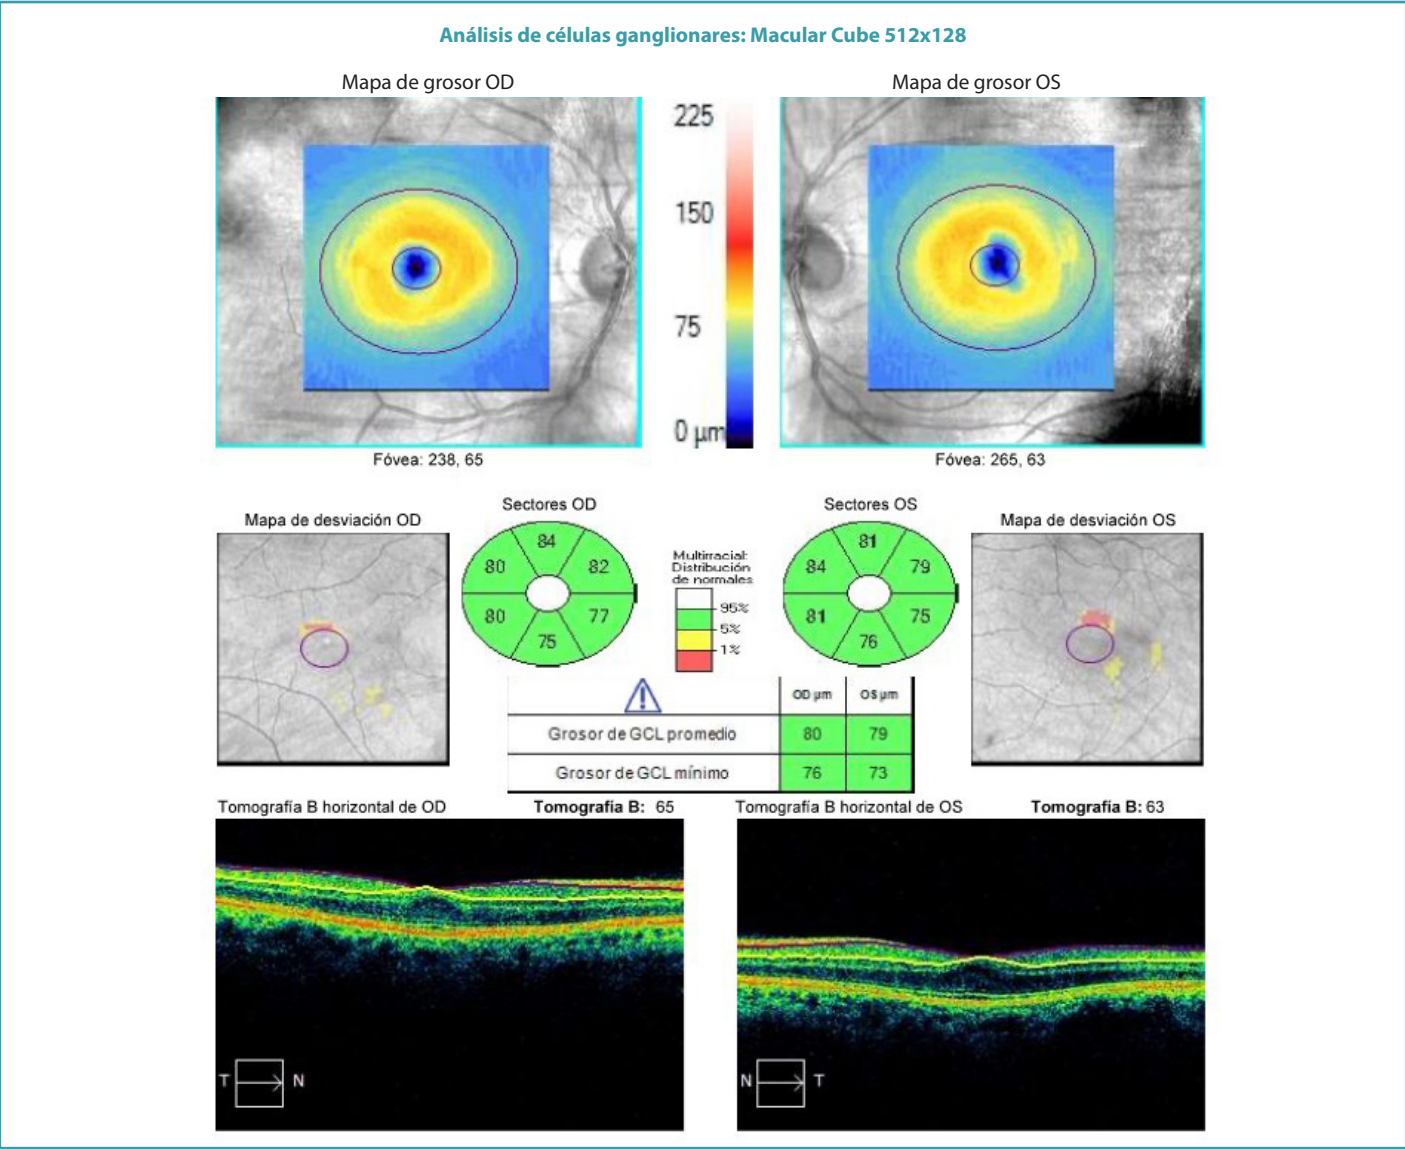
Tomografía de coherencia óptica (OCT) de capa de células ganglionares. El grosor de las células ganglionares en ambos ojos es normal, se observa conservación del perfil foveal.
